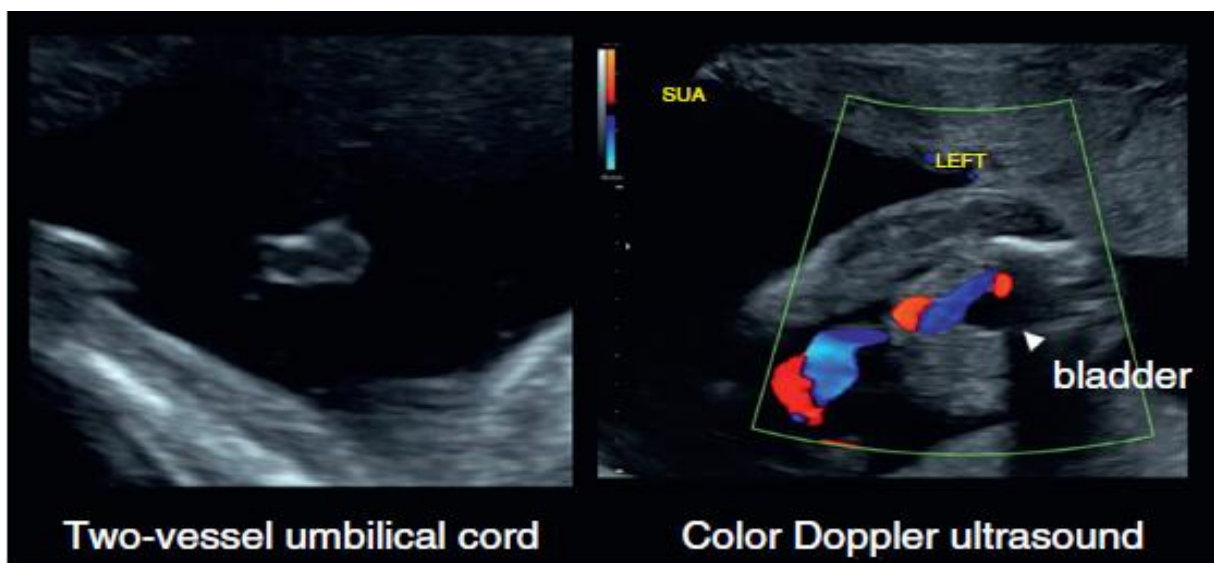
artère ombilicale unique. Cordon ombilical à deux vaisseaux avec une artère ombilicale et une veine (à gauche) et echodoppler montrant la présence d'un seul vaisseau ombilical autour de la vessie fœtale (tête de flèche) (droite). [29ic]
